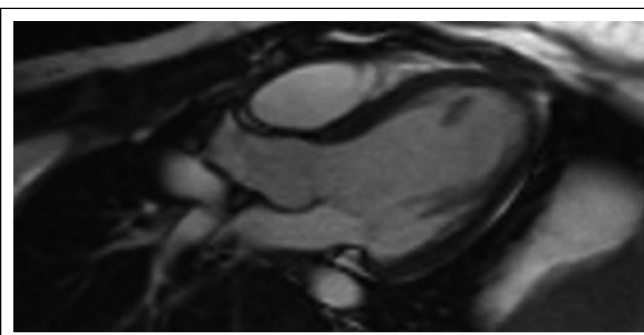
Magnetresonanztomographie des Herzens: Cine, Dreikammerblick
